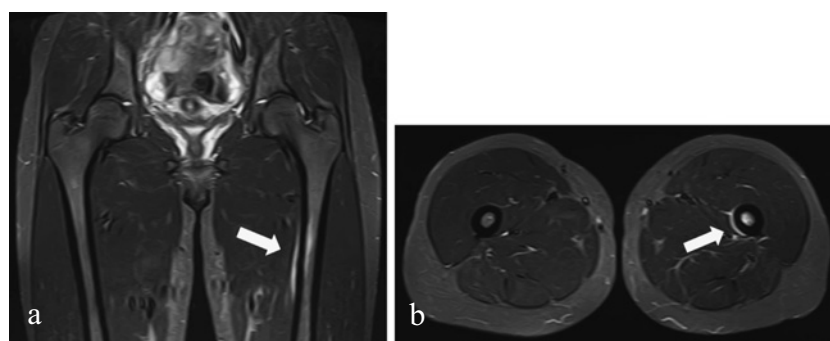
大腿骨疲労骨折のMRI所見 (STIR 像)
